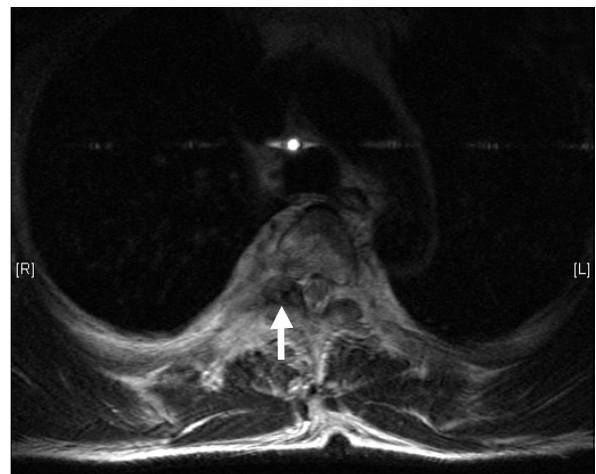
Axial T2-weighted MR image shows a lesion at T5 vertebral body, right side transverse process and spinous process. Right side paravertebral space is highly enhanced and has heterogenous signal intensity with irregular border. A well enhanced oval shape lesion is seen at right side intervertebral foramen with partly low signal intensity (arrow).
